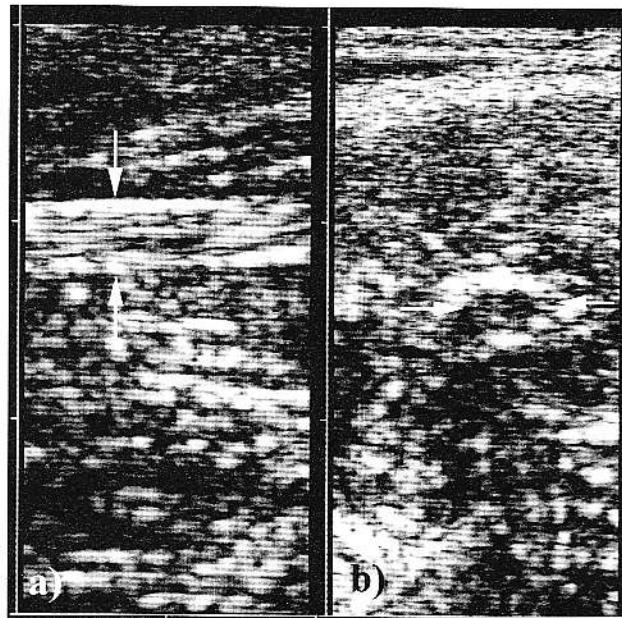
Aspectul ecografic normal al nervilor. Secțiune longitudinală (a) și transversală (b) la nivelul nervu-lui sciatic. Se observă aspectul fascicular al acestuia.
